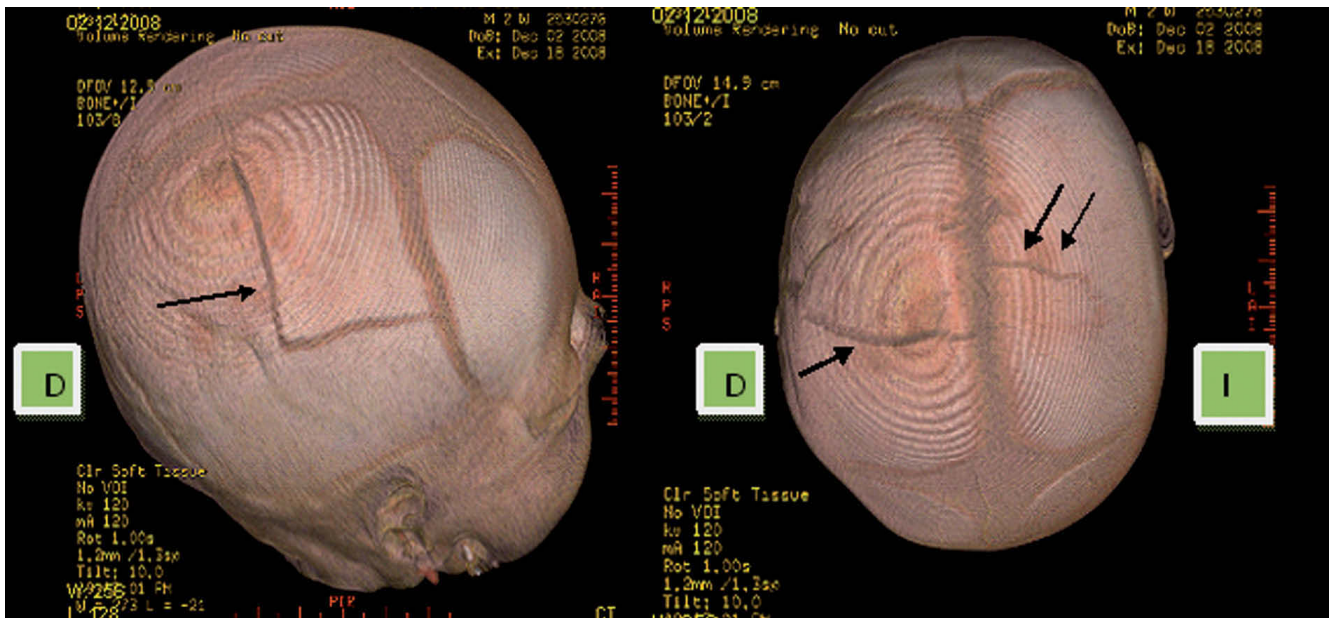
Tomografía computarizada craneal. Hematoma subgaleal parietal derecho. Fractura del hueso parietal derecho con desplazamiento (↑) y fractura parietal izquierda (↑↑) de menor tamaño y no desplazada. Separadas por la sutura sagital, indicando al menos dos traumatismos.
